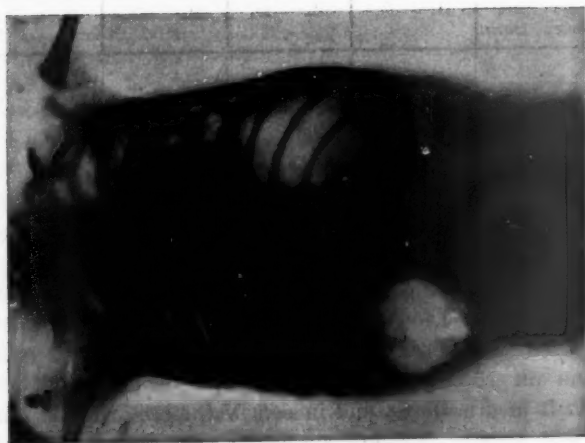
Röntgenaufnahme gleich nach Einleitung der CO_2 .
